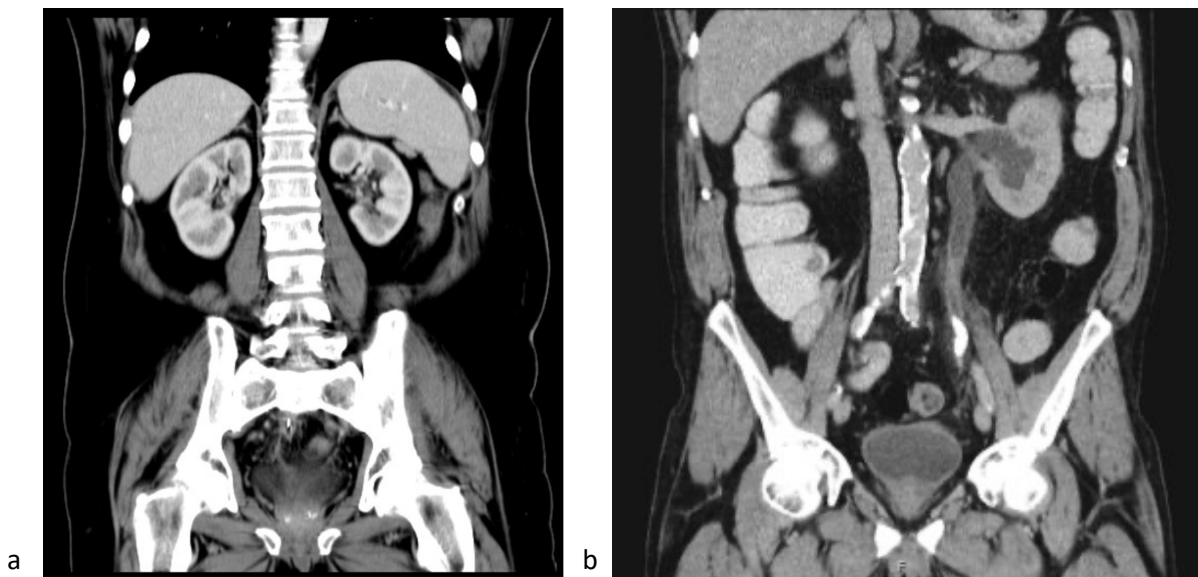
CT der Nieren. a Normalbefund. b Harnstau auf Grund eines großen linksseitigen Harnleitersteines
